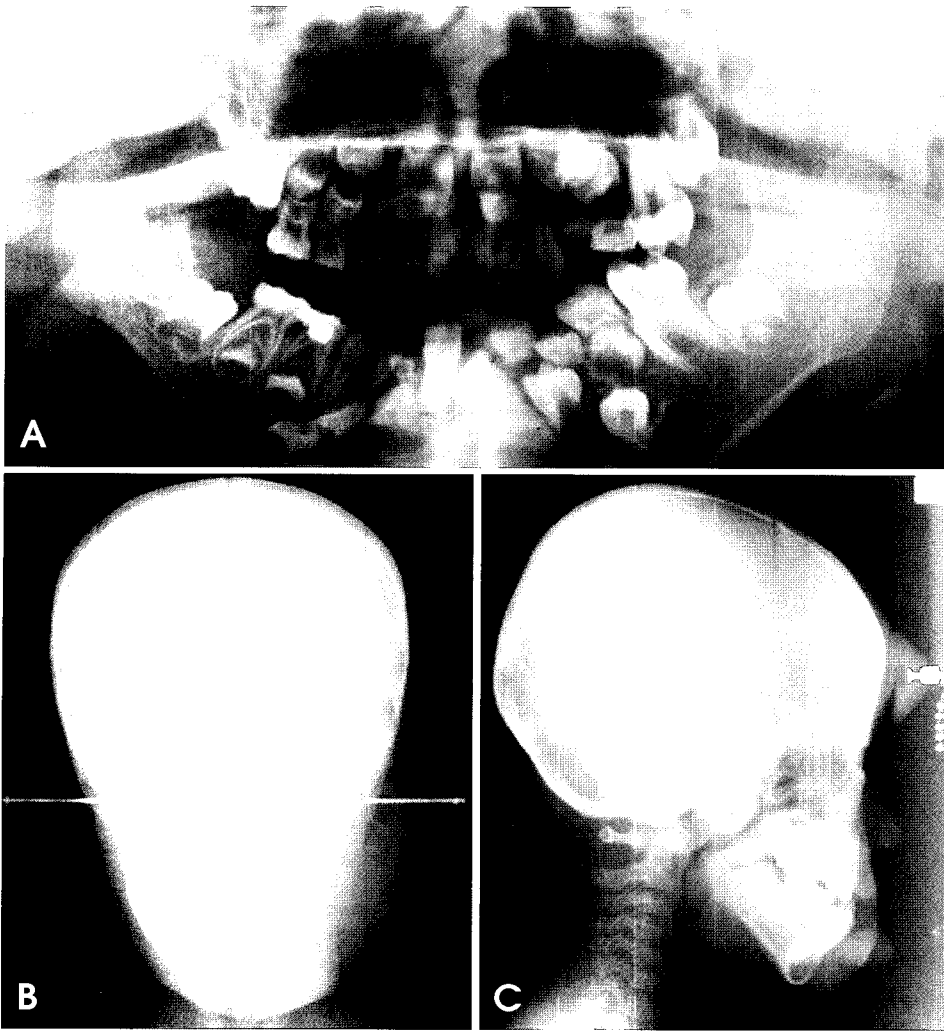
Plain radiographs show a soft tissue swelling on the left cheek and submandibular area. However, there is no evidence of apparent pathologic bony destruction. Mandibular deviation to the right side with osseous dystrophy is observed. Note the malposition of the left upper canine and premolars, and the bone defect around the periapical area of the left upper primary canine. Panoramic radiograph shows the incidental finding consistent with ameloblastic fibro-odontoma involving the left mandibular first premolar.
